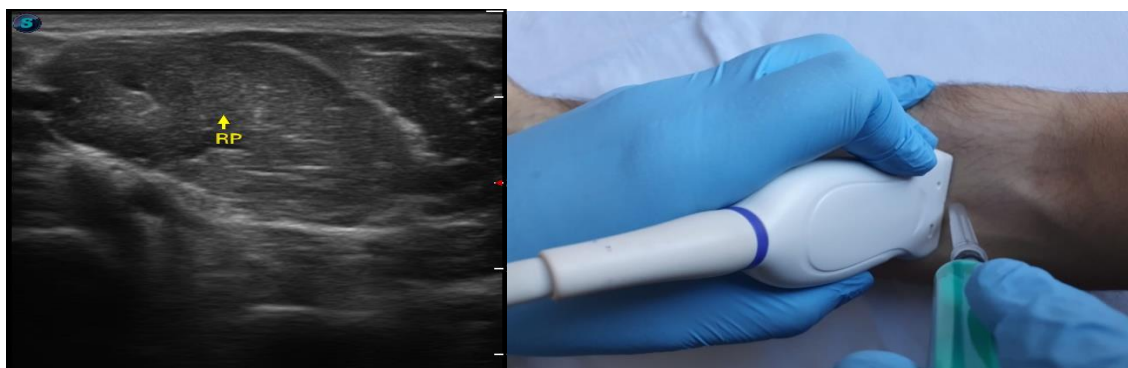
Imagine ecografică RP – rotund pronator (stânga), abord „out plane” 1/3 proximal antebrăț, la aproximativ 2 cm sub plica cotului (dreapta)
